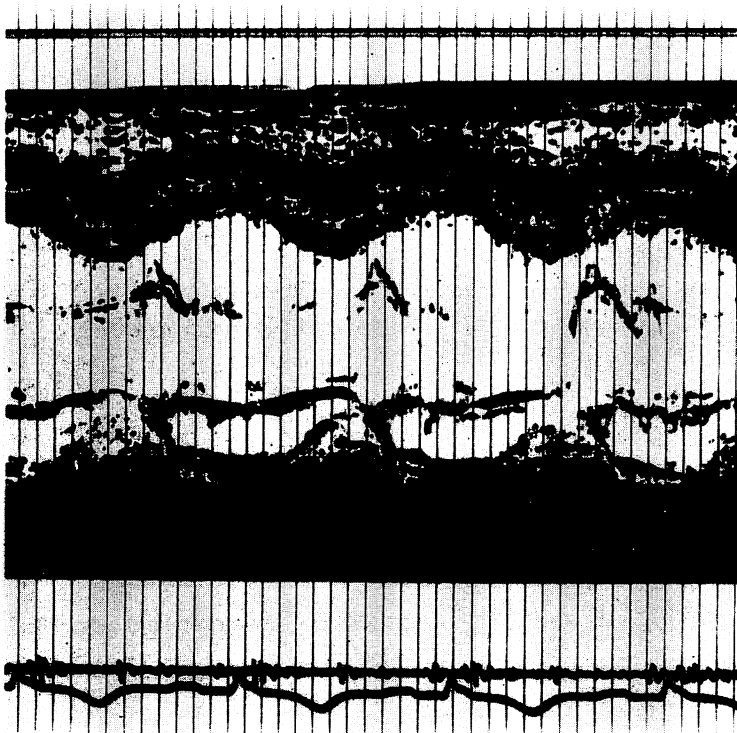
M-mode echocardiogram of a patient with anterior infarction.
